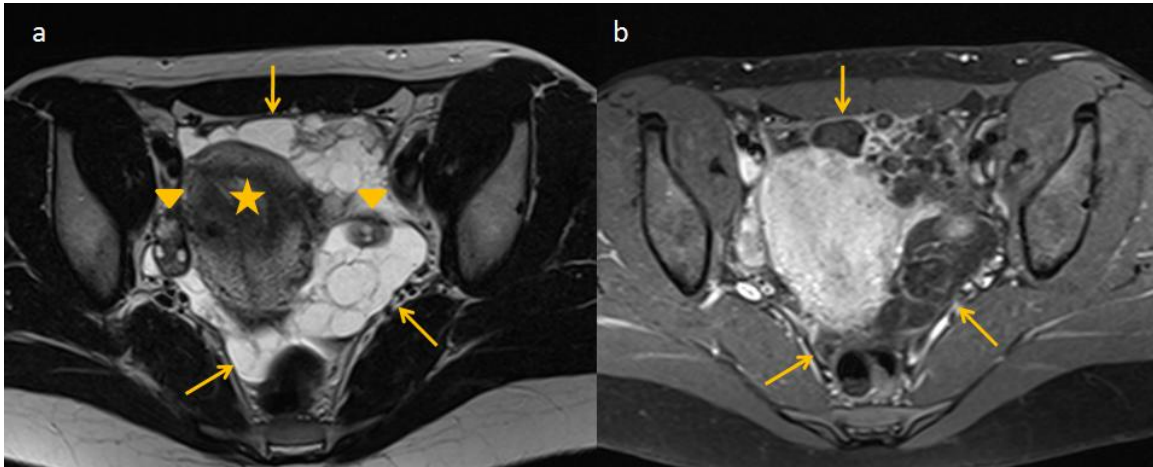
Mujer de 28 años con antecedente de cirugía por quiste ovárico hemorrágico presenta imagen quística en ecografía de control. La RM con secuencias ponderadas en T2 (a) muestra múltiples imágenes quísticas de paredes finas (flechas) que ocupan la cavidad pelviana, extendiéndose hacia el fondo de saco de Douglas y ambas regiones anexiales, rodando al útero (estrella) y a los ovarios (cabezas de flecha). En las secuencias con gadolinio ponderadas en T1 con supresión grasa (b) se observa realce al contraste endovenoso de las paredes de los quistes. La histopatología postquirúrgica revela mesotelioma quístico benigno.
